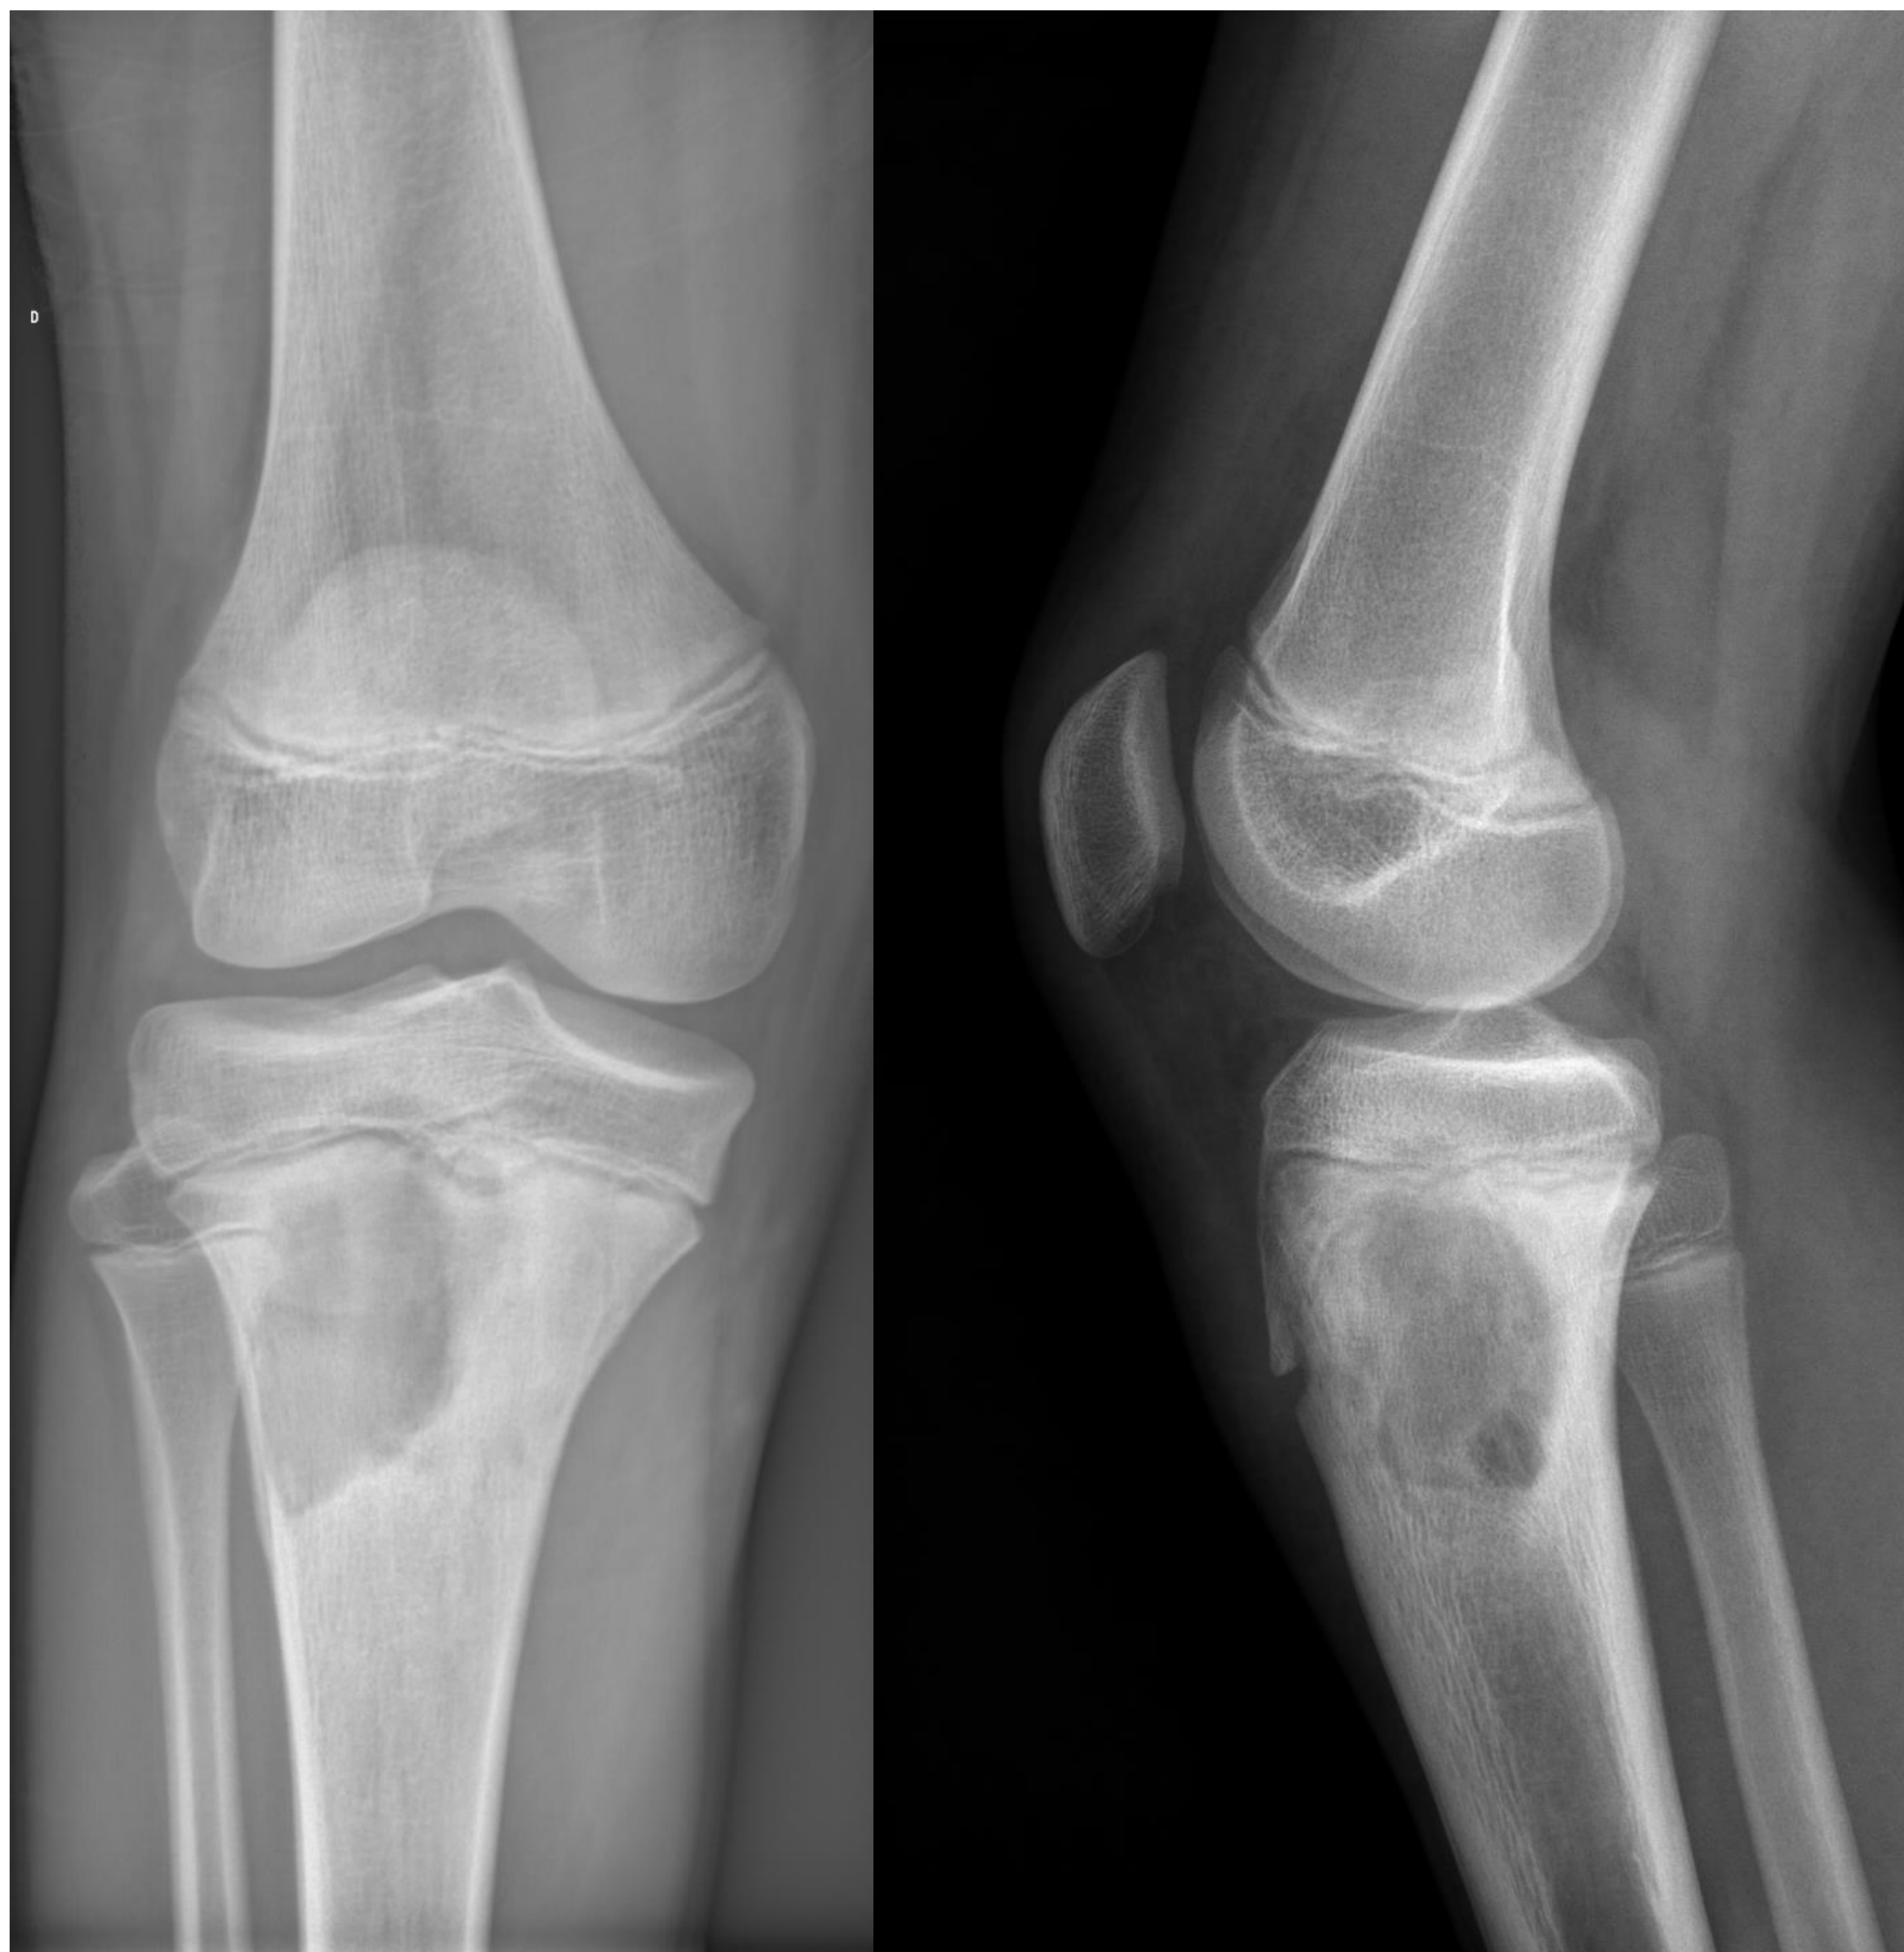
Radiografía simple: Lesión radiolúcida en metáfisis proximal de tibia, ya descrita en estudio de enero, con reacción perióstica homogénea y borde óseo mal definido con focos milimétricos endomedulares asociados e imagen sugestiva de fractura en epífisis interna que alcanza la fisis, sugestivo de osteomielitis.
